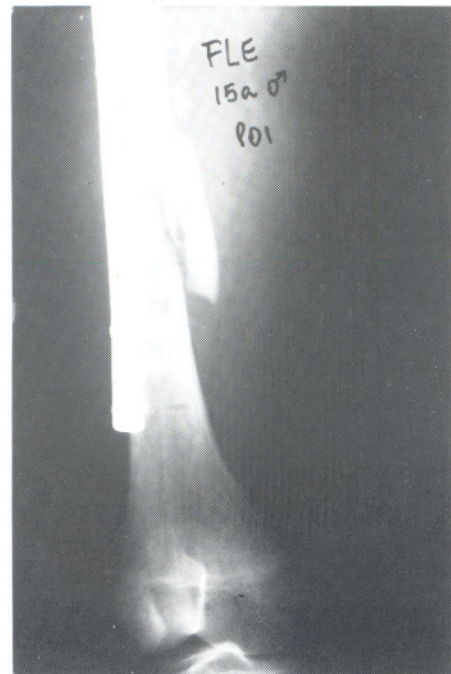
Placa-Ponte: radiografia pós-operatório imediato.
